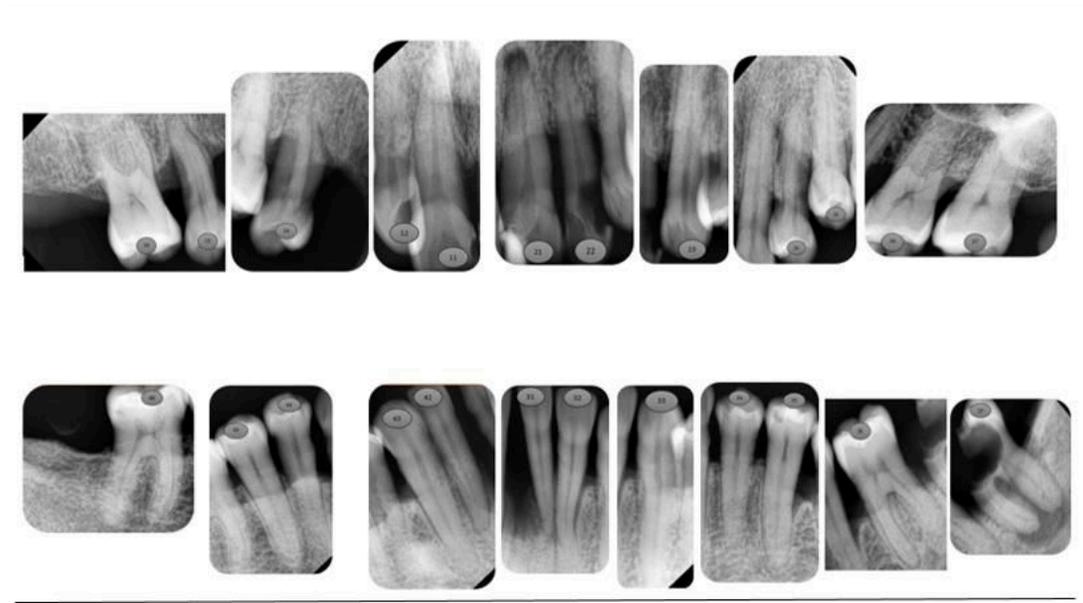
Serie de fotografías periapicales.
